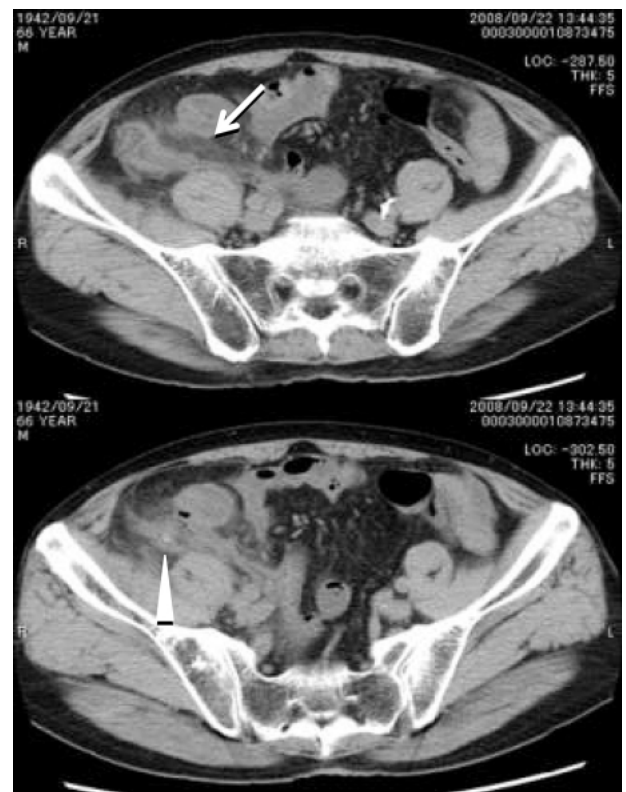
急性虫垂炎 56歳男性 単純CT:回盲部周囲の脂肪層の濃度上昇像(矢印)が認められる。虫垂根部付近に糞石と思われる微細な石灰化濃度(矢頭)があり、中央部から先端付近は腫脹している。
